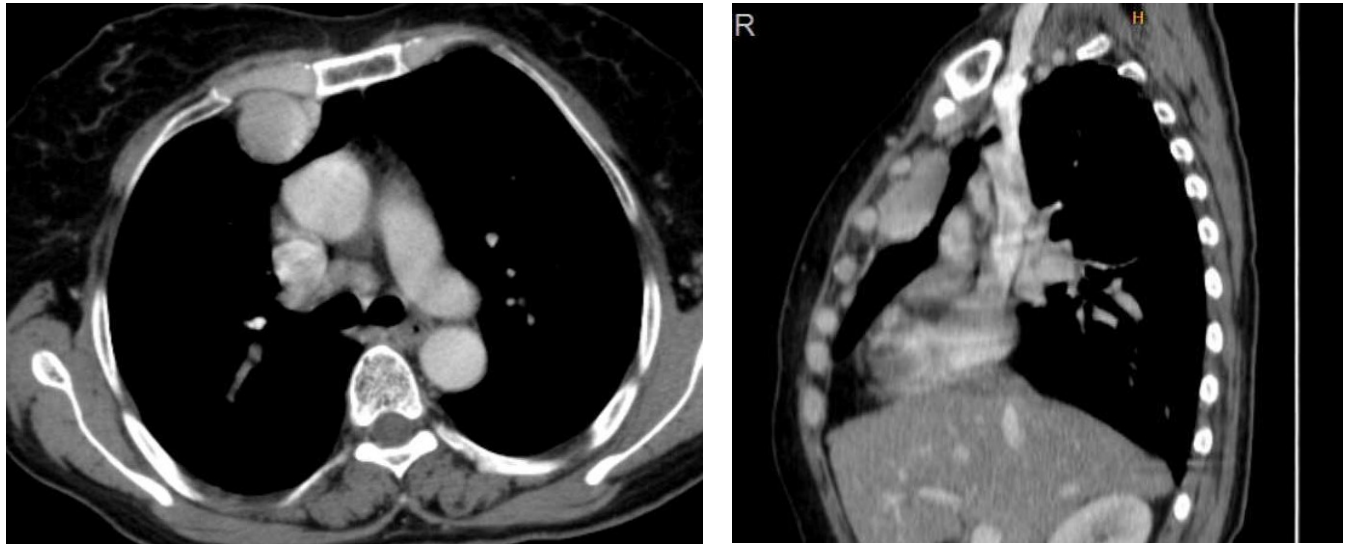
55 yaşında kadın olgu, aksiyal ve sagittal reformat BT kesitlerinde, arka mediastende, supeirora uzanımı olan, kalsifikasyon içeren kitle, intratorasik guatr
